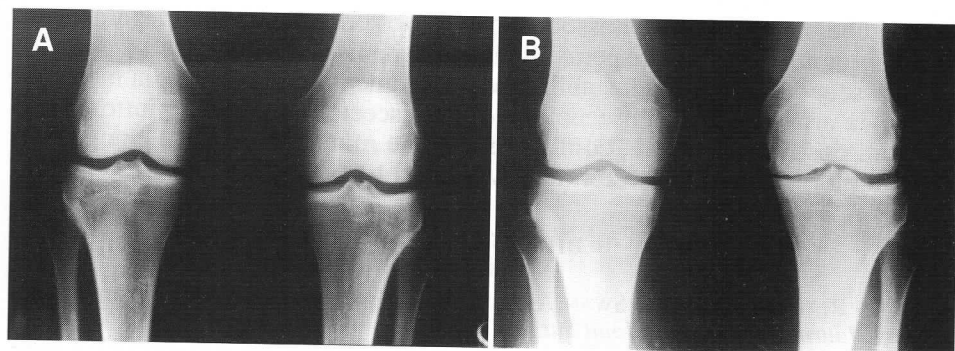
S.P. 18 anni F. Pre-op.: Dilettante; Post-op.: Dilettante. Lesione LCA associata a rottura corno posteriore menisco interno e condromalacia condilo femorale interno ginocchio sinistro. Meniscectomia interna: Novembre 1979. a) Radiografia pre-operatoria. b) Radiografia dopo 18 anni dall'intervento.
